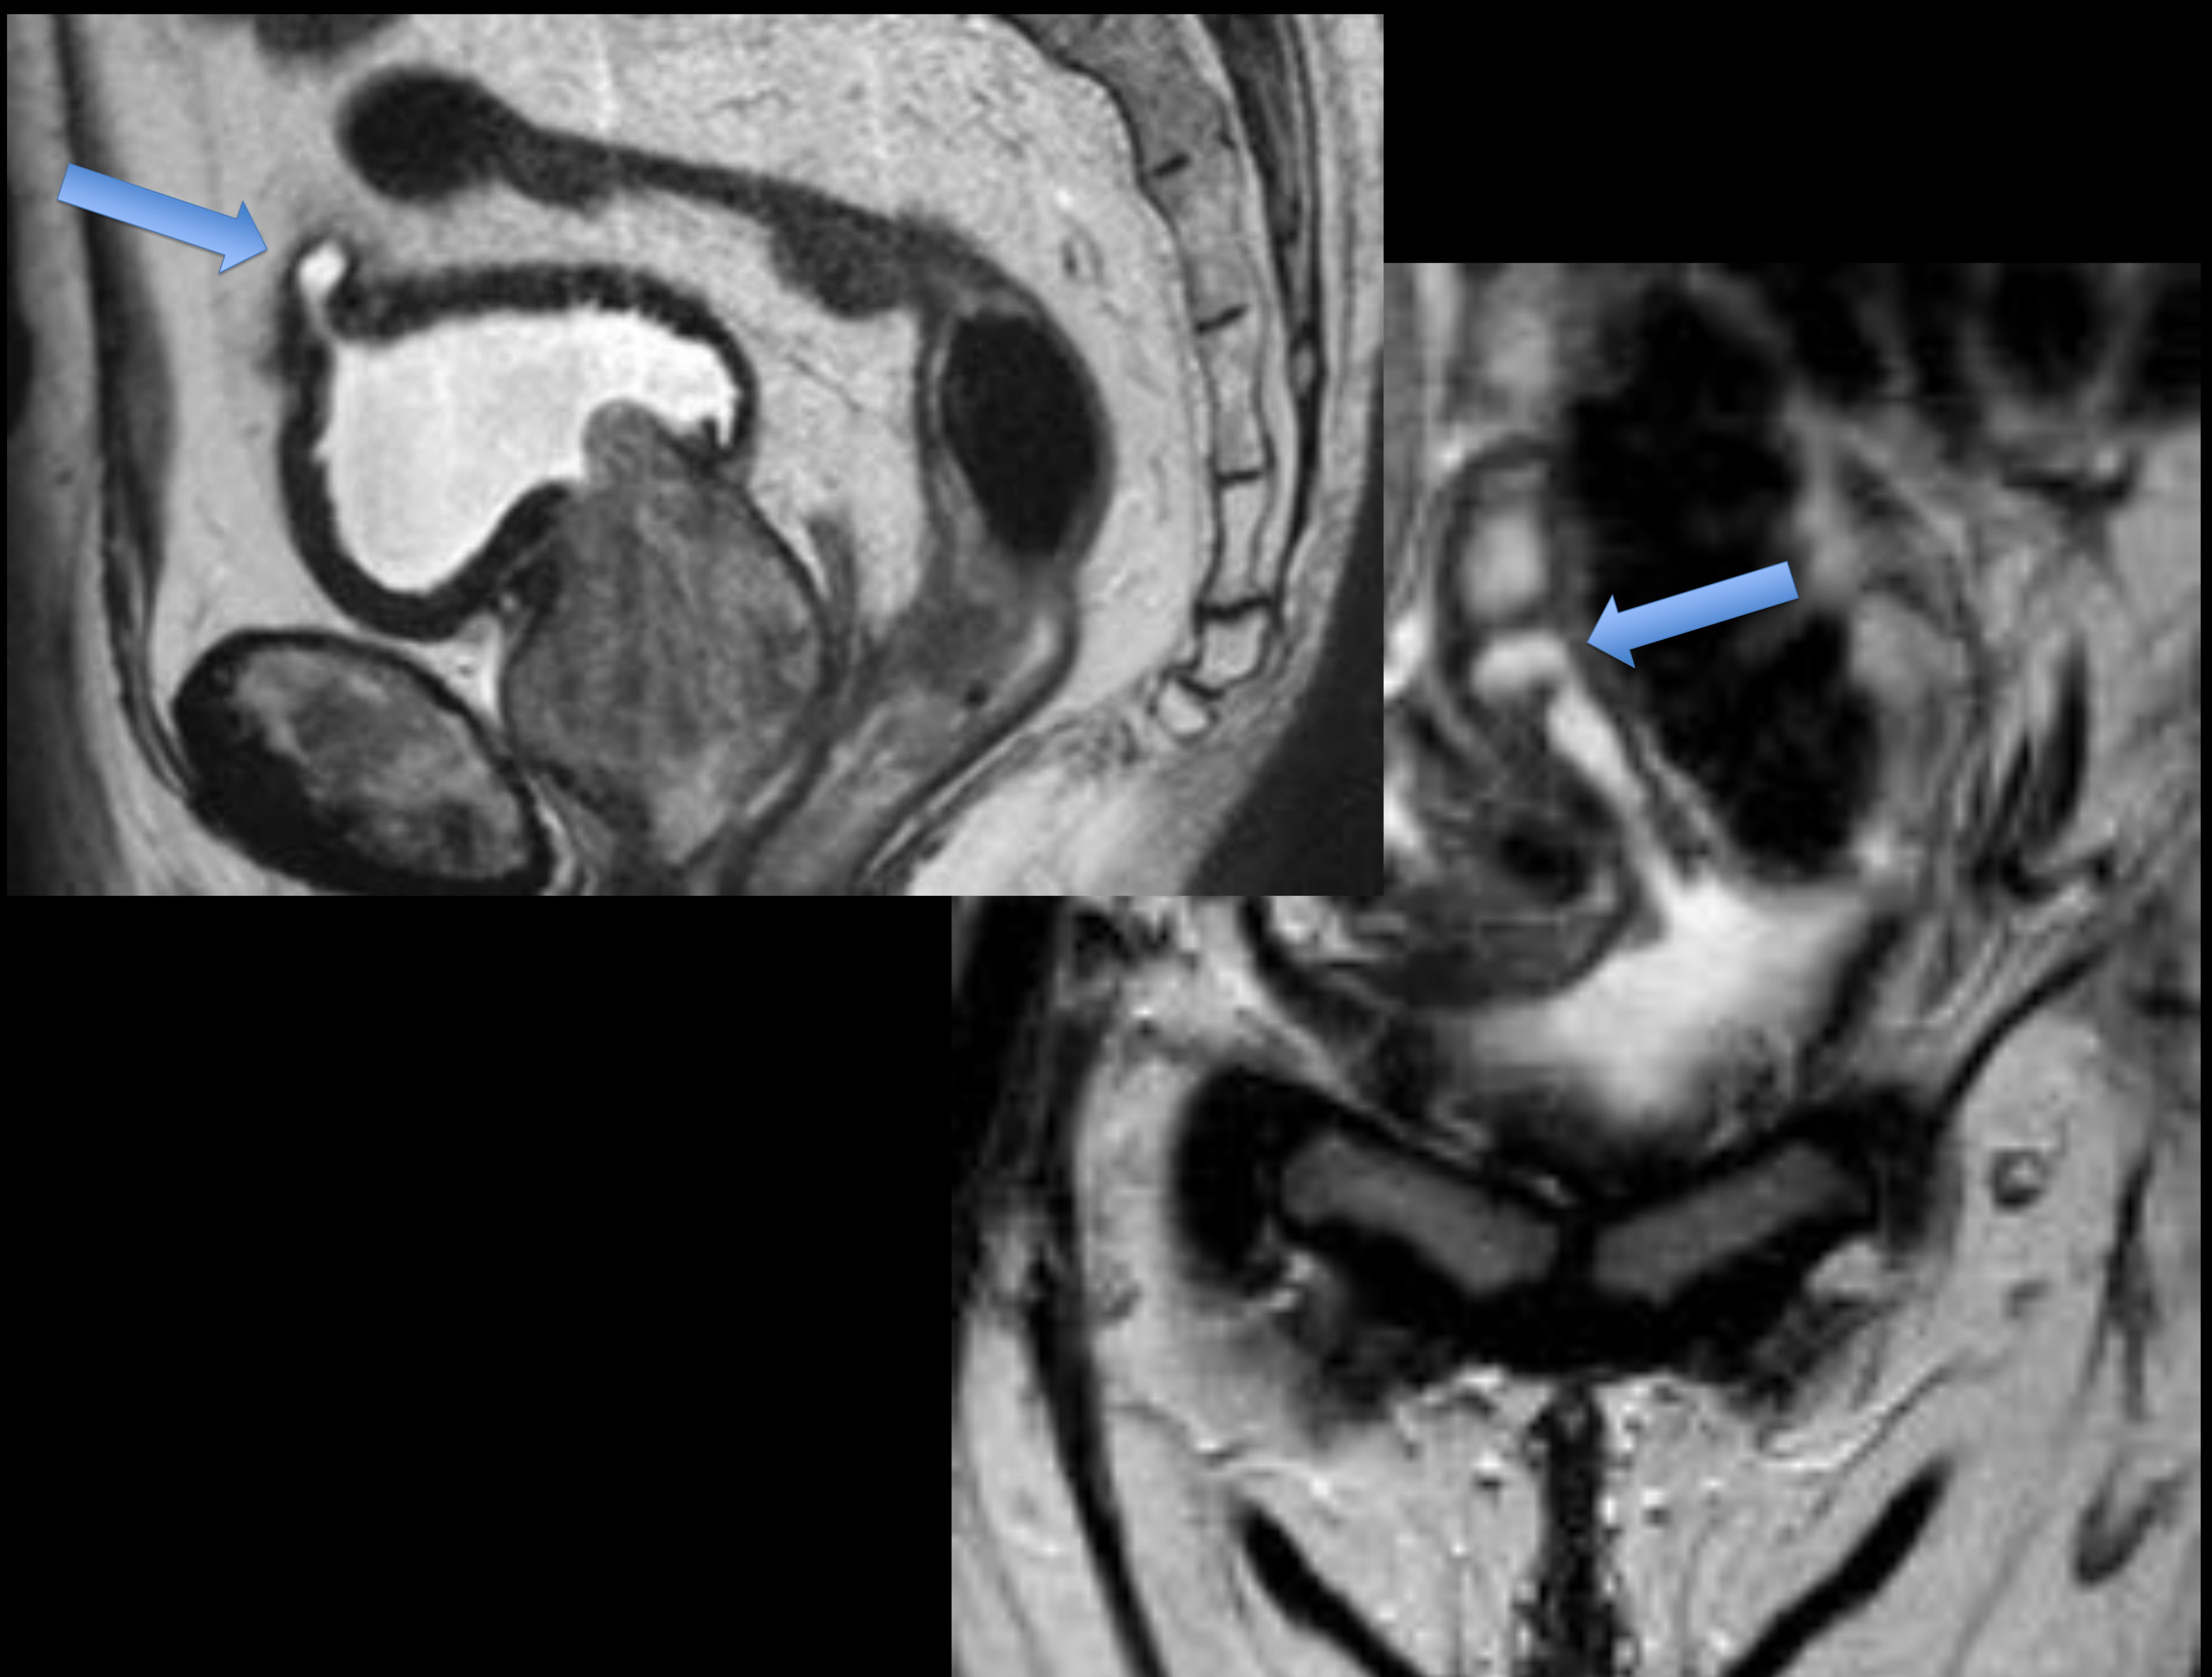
RM potenciada en T2 donde se observa remanente uracal (flecha)
